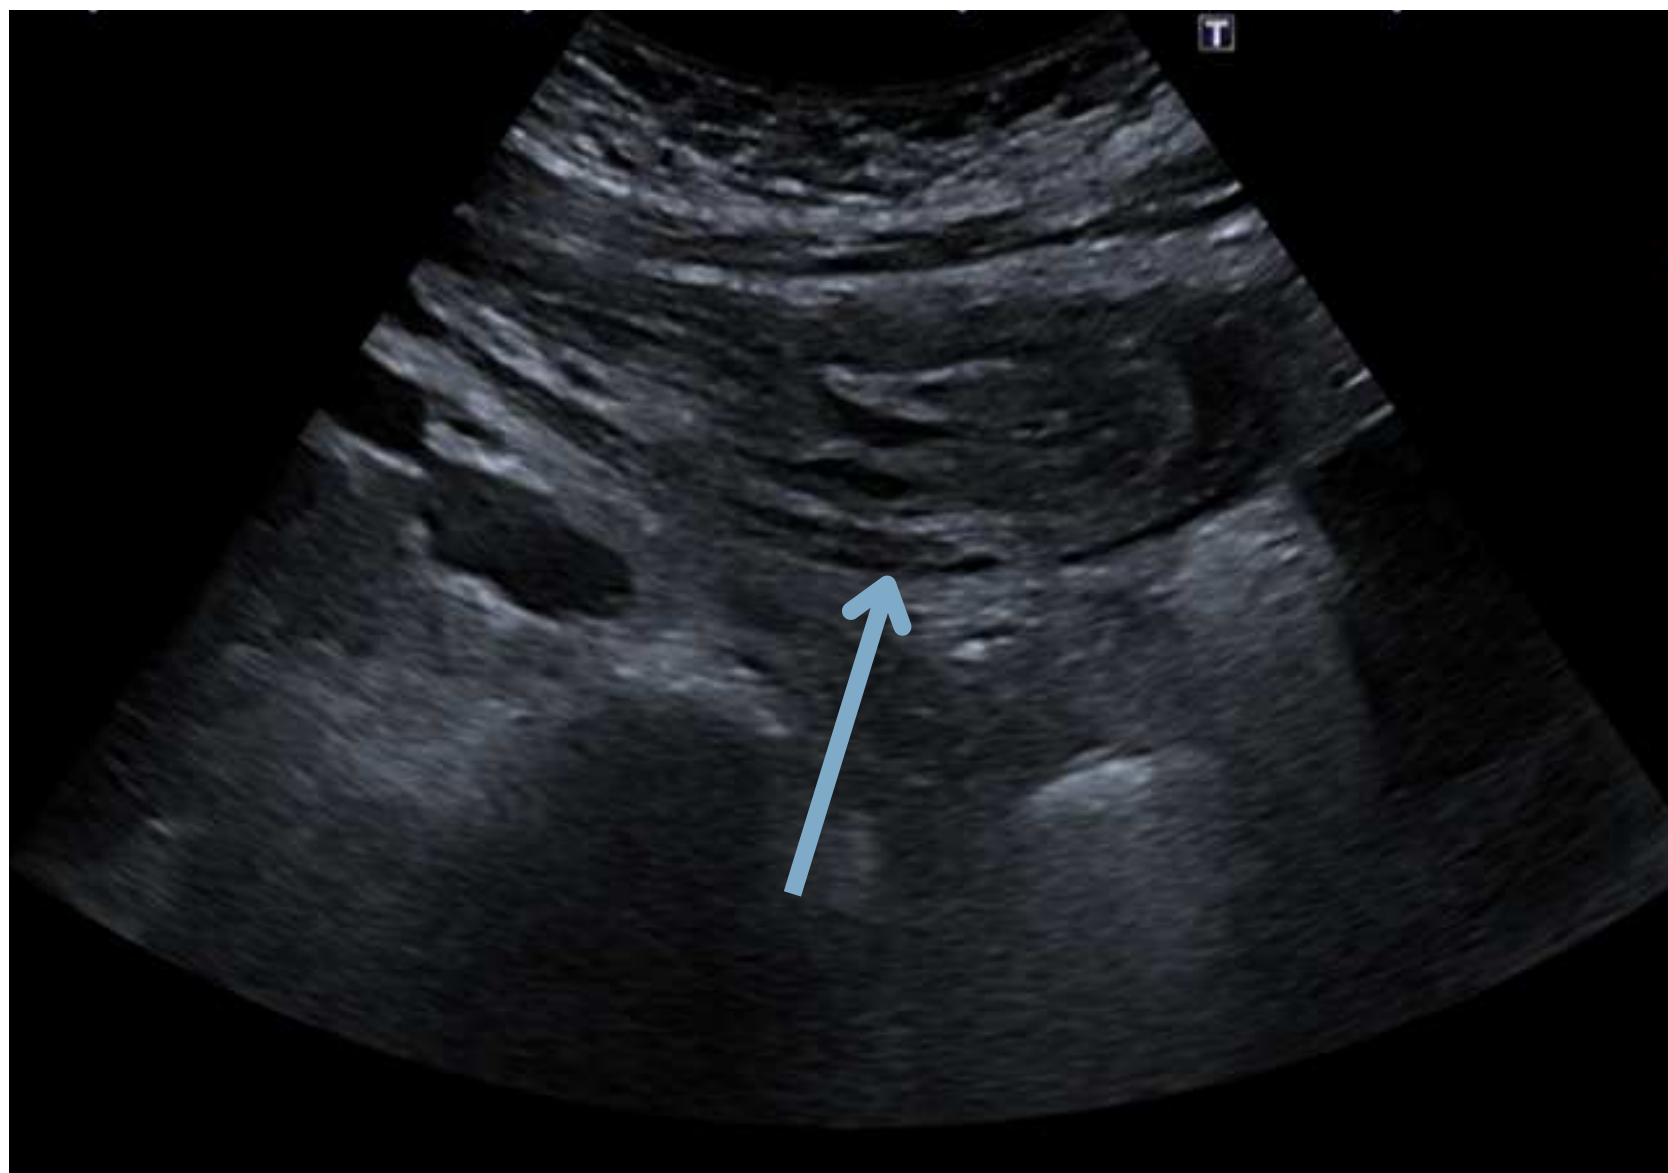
Mujer de 18 años. Dolor abdominal, náuseas, vómitos y diarrea de dos días de evolución. Ecografía abdominal: imagen de invaginación (*flecha, corte longitudinal*) a nivel ileal en la región central de la pelvis/FID con abundante líquido circundante (*) y dilatación de asas de delgado proximales con hiperperistaltismo compatible con oclusión. Cirugía: invaginación ileo-ileal sobre DM que ocasiona oclusión intestinal. Resección de segmento invaginado → AP: DM revestido por mucosa gástrica.
